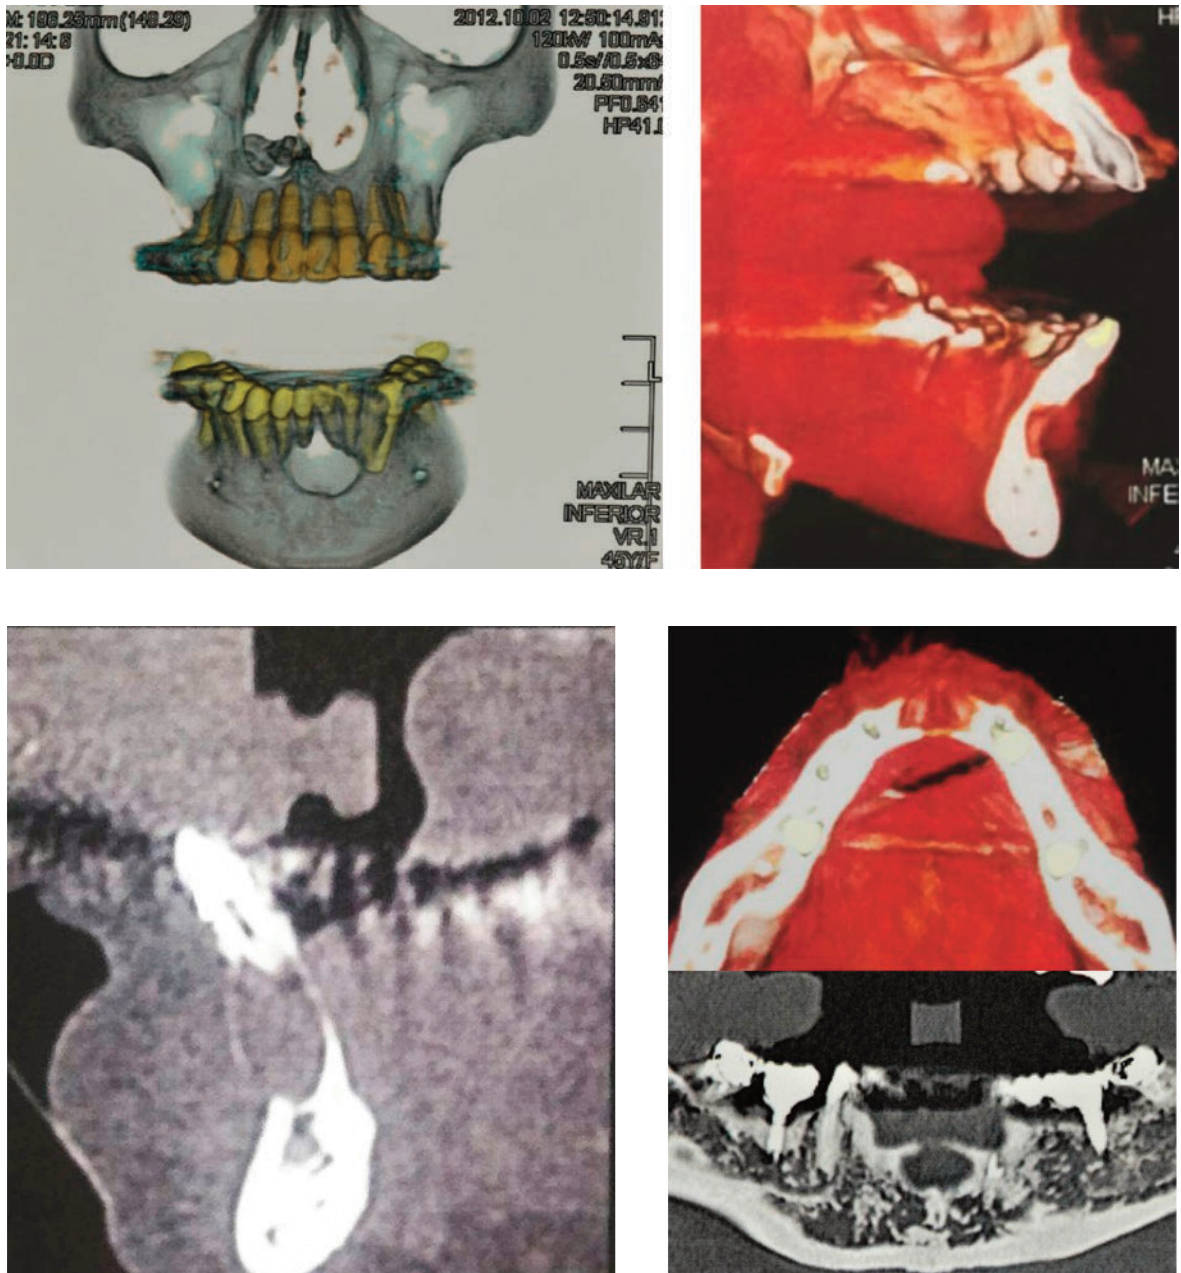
Tomografía 3D de Cone Beam. Las figuras revelan la pérdida de la tabla vestibular y el adelgazamiento de la lingual.
